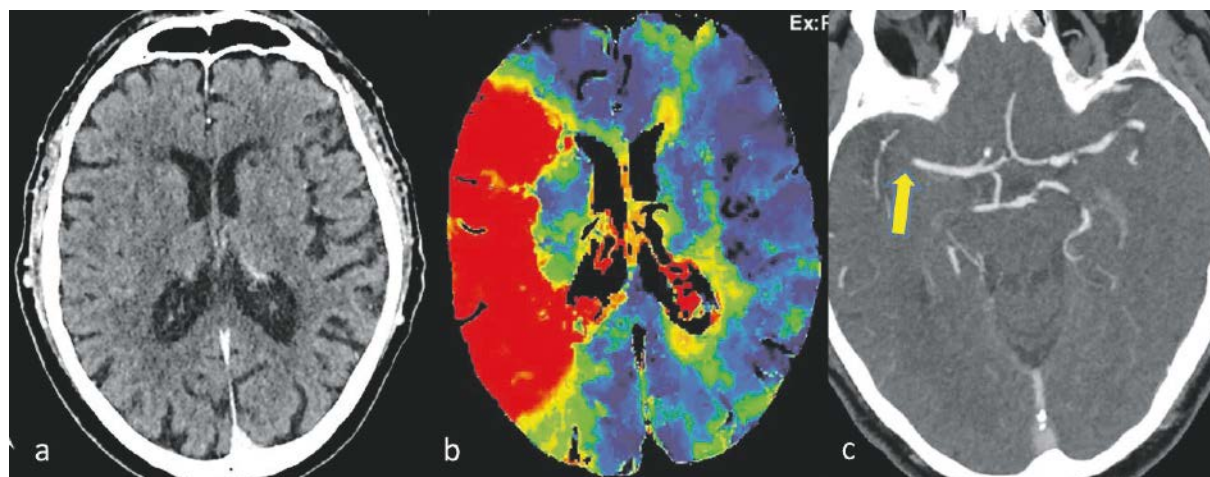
a–c: Multimodale CT-Untersuchung eines Patienten mit akutem Schlaganfall. Das native Bild des Hirngewebes (a) zeigt noch keinen demarkierten Infarkt. In der CT-Perfusion erkennt man jedoch eine deutlich reduzierte Durchblutung im Versorgungsgebiet der rechten mittleren Hirnarterie (b). Passend hierzu zeigt die CT-Angiografie (c) einen Verschluss im peripheren M1-Segment der rechten A. cerebri media (gelber Pfeil).
